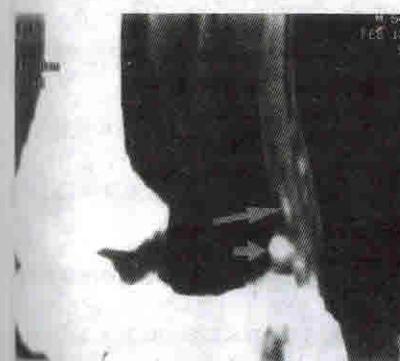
КТ правой пятки, поперечное сечение, реконструкция в сагиттальной плоскости. Уплотнение ахиллова сухожилия. Линейные затемнения в области сухожилия (большая стрелка), в подкожной клетчатке и в месте прикрепления сухожилия к бугристости пяткочной кости (преахиллова сумка) (маленькая стрелка).
